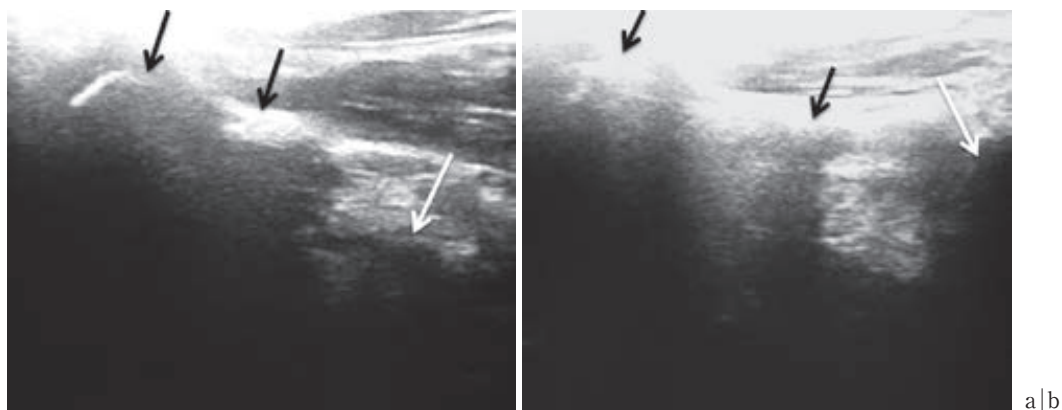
症例2. 超音波水平断像(左) (黒矢印: 恥骨, 白矢印: 骨頭)
